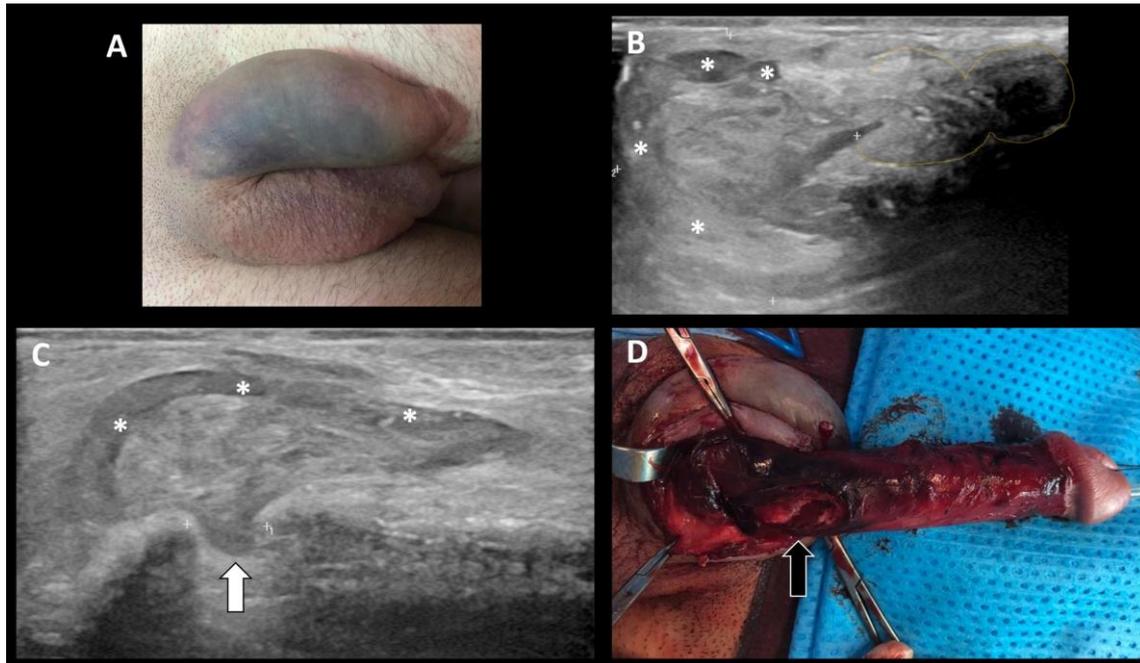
A) Apariencia externa del pene en una rotura peneana, morfología “en berenjena”. B y C) Ecografía con sonda lineal de alta frecuencia que objetiva una disrupción de la túnica albugínea (línea en C) que delimita los cuerpos cavernosos (línea marrón en B) y se acompaña de un importante hematoma de vecindad (asteriscos). C) Imagen intraoperatoria que pone en evidencia el defecto de la túnica albugínea a reparar (flecha negra)
